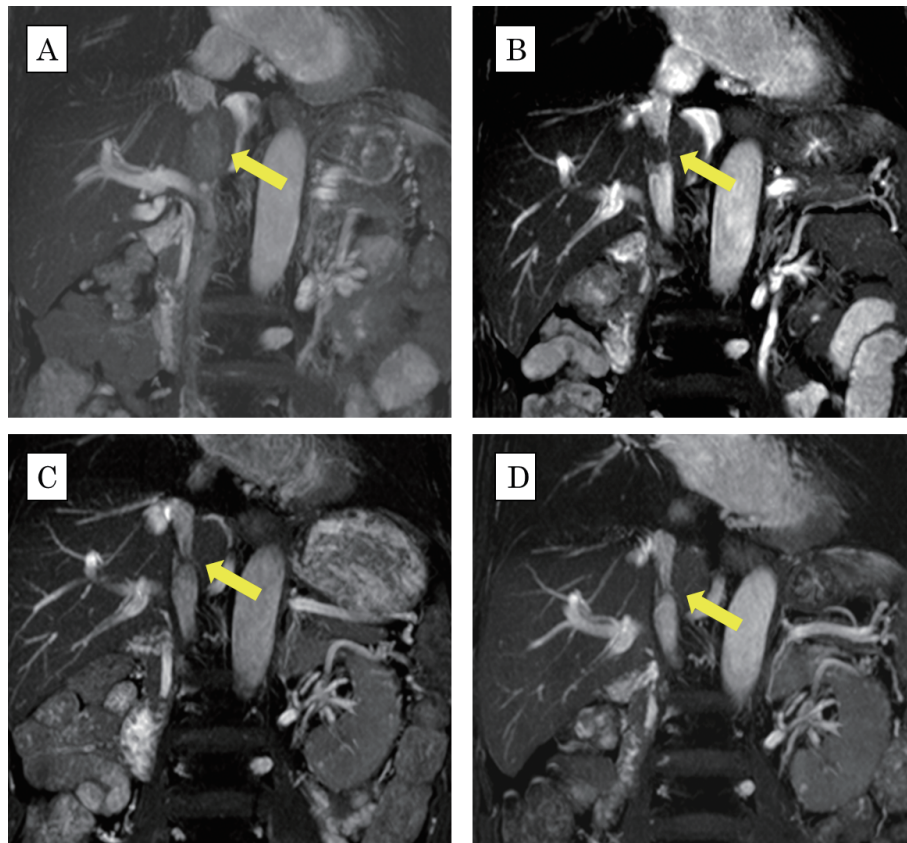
MRI shows that the inferior vena cava tumor embolus, indicated by yellow arrows, shrank after nivolumab treatment. Before treatment (A), after 3 courses of nivolumab (B), after 8 courses (C), and after 15 courses (D).
